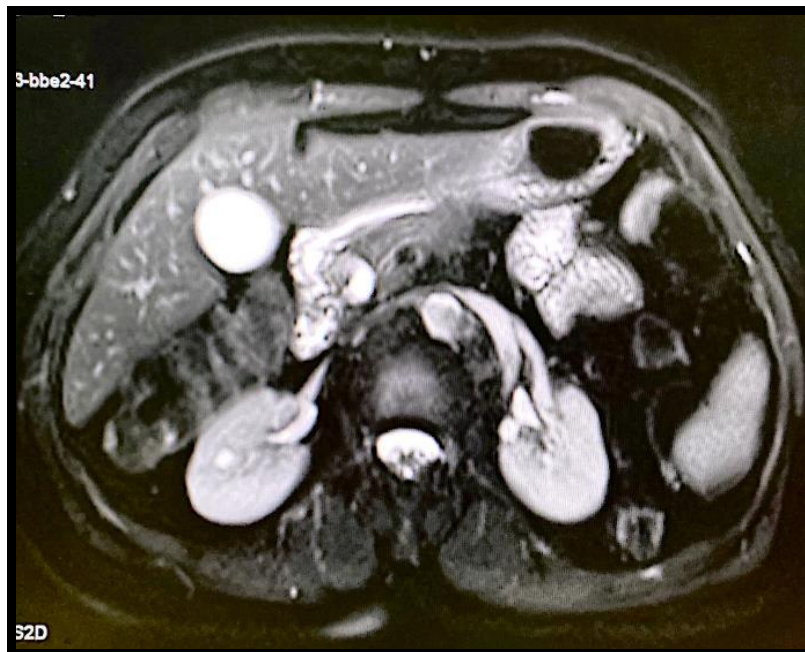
Coupe d'IRM pancréatique objectivent une lésion kystique céphalique mesurant 10*8 mm ne semblant pas communiquer avec les canaux pancréatiques évoquant un CS. (Service de radiologie de L'HMA)
